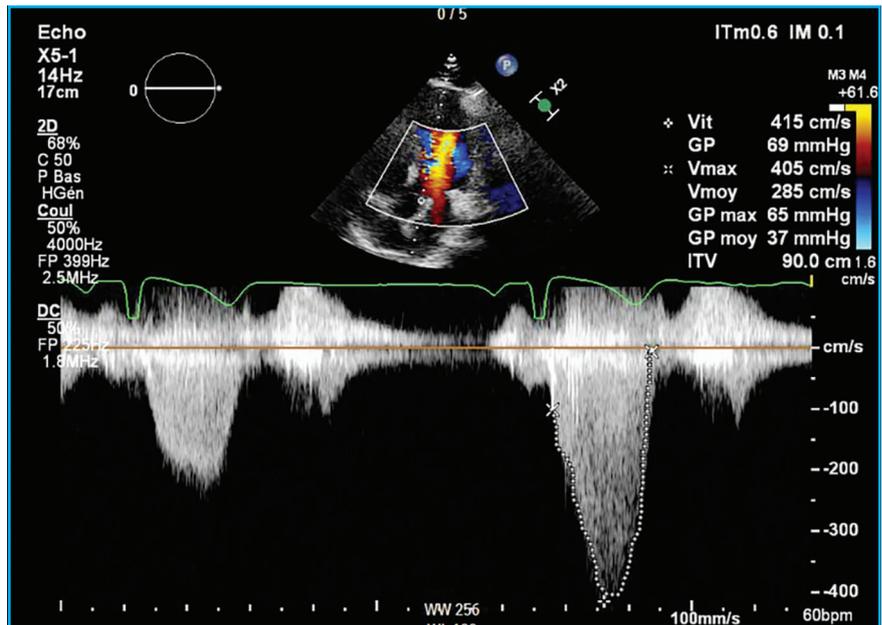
Aspect Doppler de CMH obstructive dynamique en Doppler continu.
